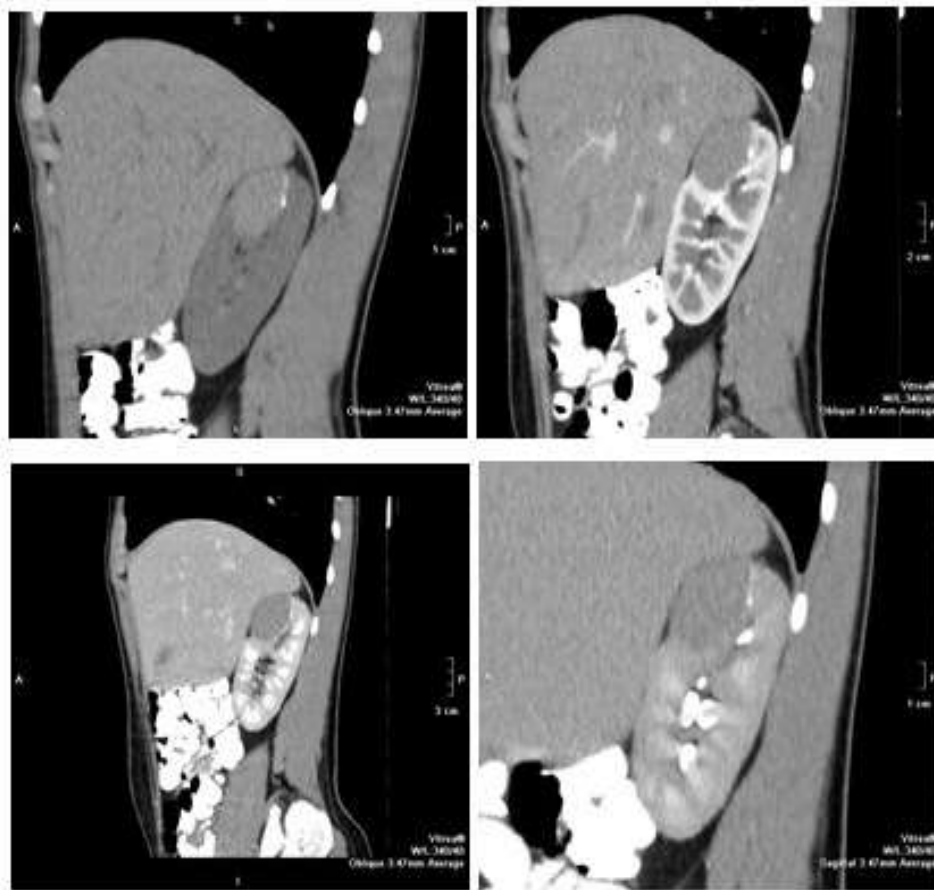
Хвора Т. 58 років КТ у всі фази контрастування.
